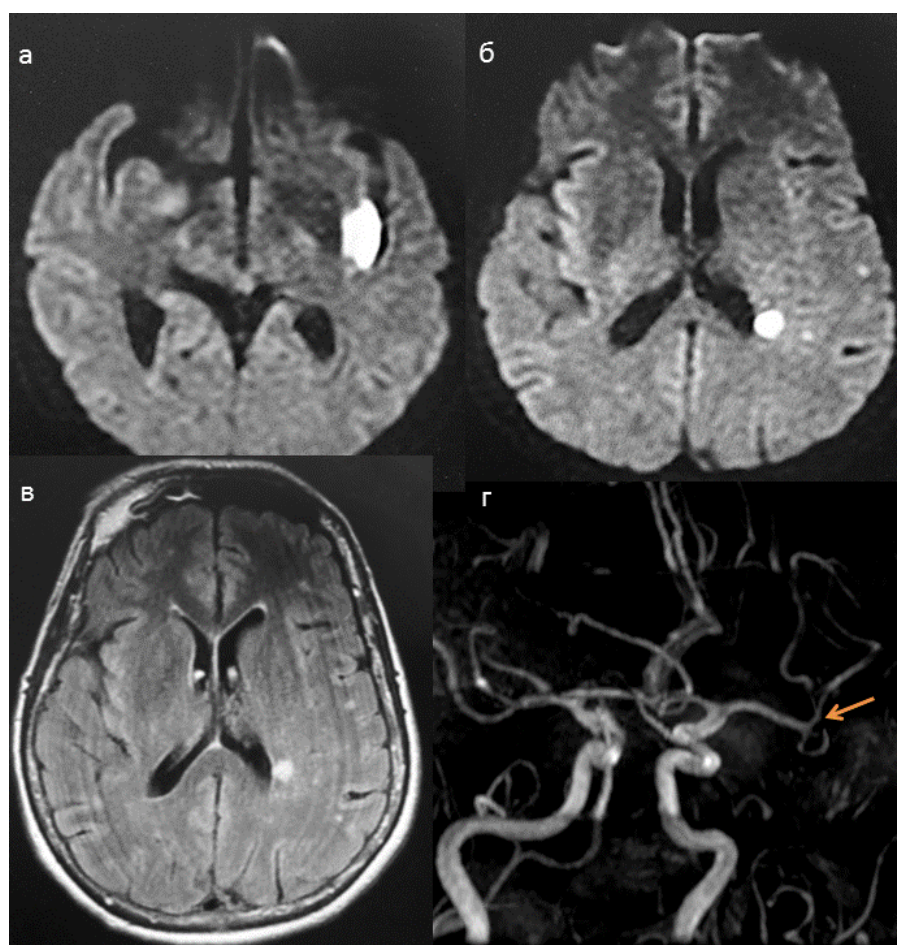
МРТ и МР-ангиография пациентки Л-ой: ДВИ (а, б), FLAIR (в), МРА (г).
